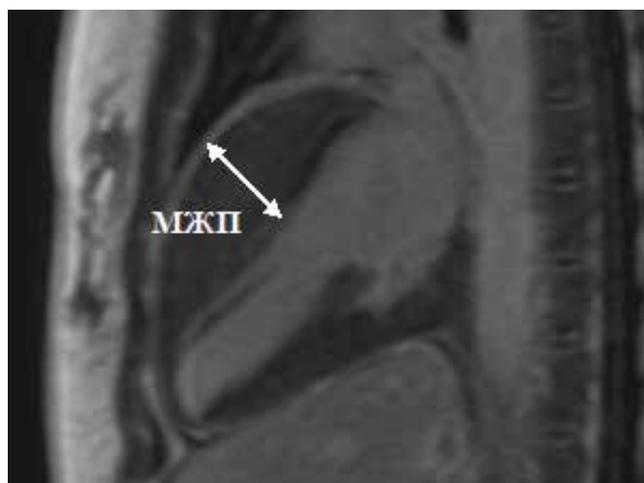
МРТ с контрастированием пациентки П., 21 год.
